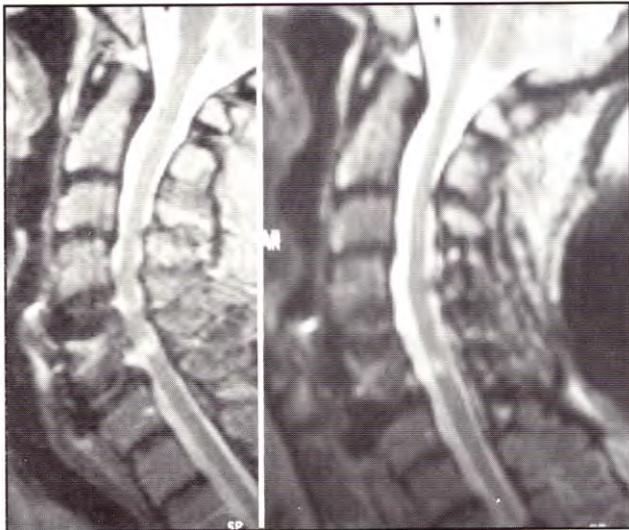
A. Caso 3: IRM sagital ponderada en T2 que muestra la compresión de la cara anterior medular y la lesión intramedular. B. IRM sagital ponderada en T2 que muestra la descompresión de la cara anterior medular y la lesión intramedular.
